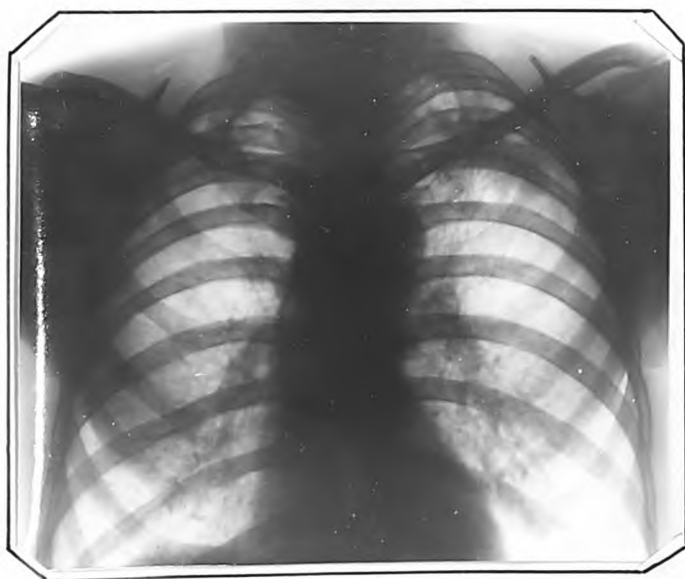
Рентгенограмма того же больного от 21.IX.1961 г. (через 8 лет после прекращения лечения). Слева под ключицей - инфильтрат.
